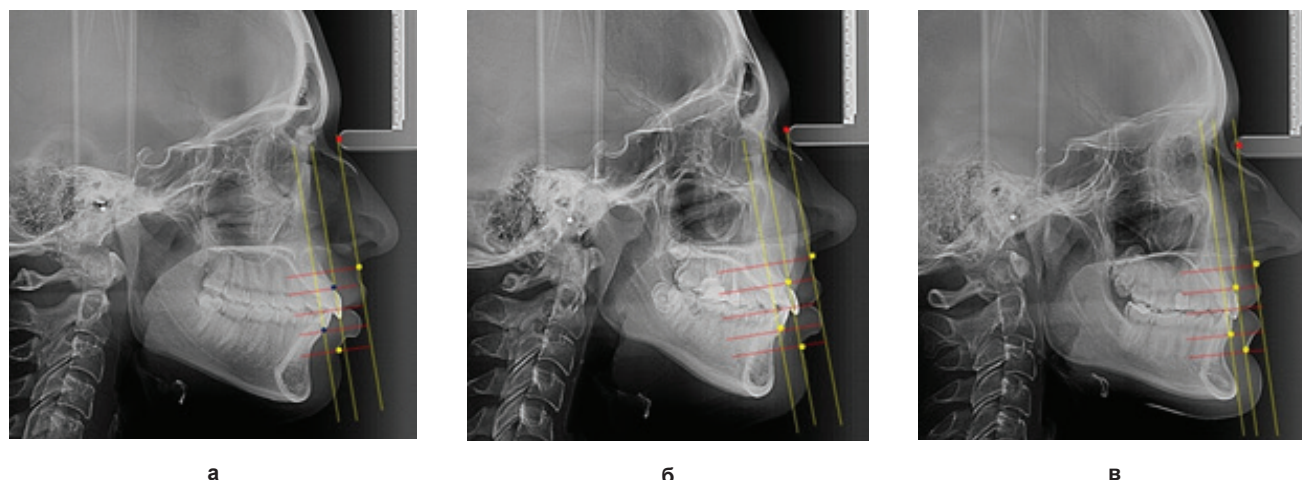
Расположение диагностических вертикалей при мезотрузии (а), протрузии (б) и ретрузии (в) резцов при физиологической окклюзии
